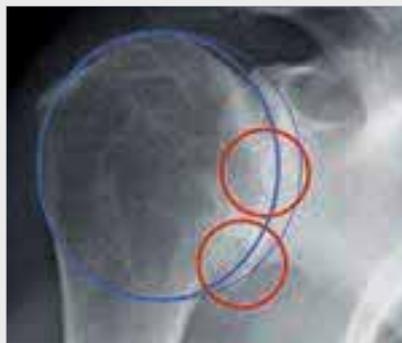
Röntgenaufnahme der rechten Schulter mit fortgeschrittener Omarthrose. Der obere rote Kreis markiert den verengten Gelenkspalt, der untere rote Kreis markiert die Osteophyten (Knochenanbau). Die blauen Kreise illustrieren die Entrundung des Oberarmkopfes.
